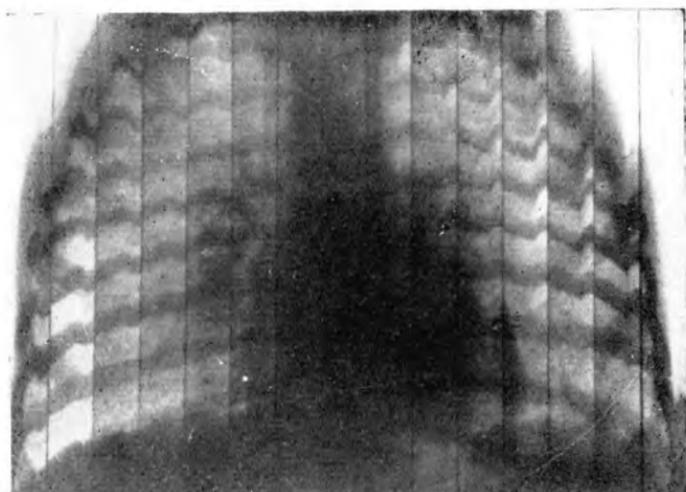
Рентгенокимограмма при коклюше. Диафрагмальные зубцы резко деформированы в результате спастического состояния мускулатуры диафрагмы.
